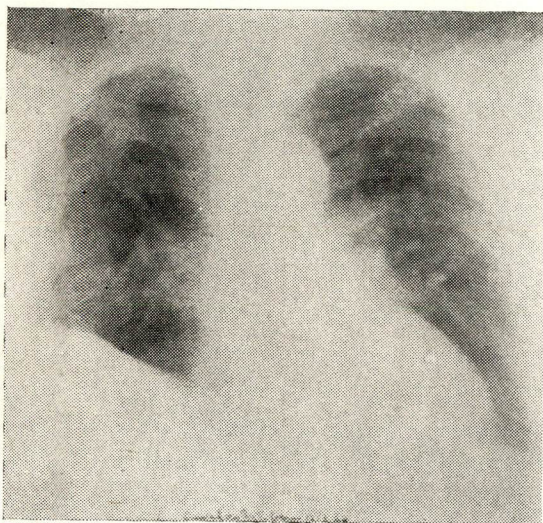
Radiografia de controle post-operatório em 12-3-63. Re-expansão total do H. E. pelo lobu superior E. Grande re-expansão do H. D. à custa do lobu inferior restante.
